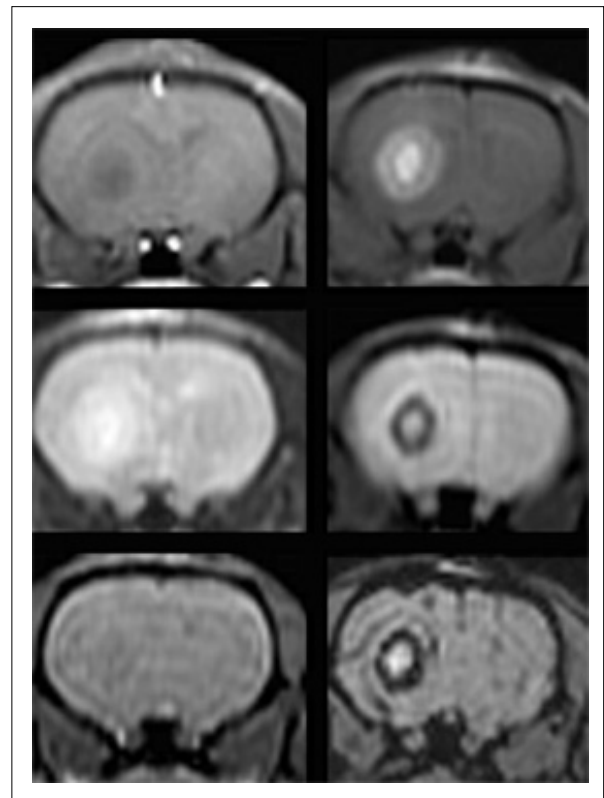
MRT des C6-Glioms bei hoher MION-Konzentration
